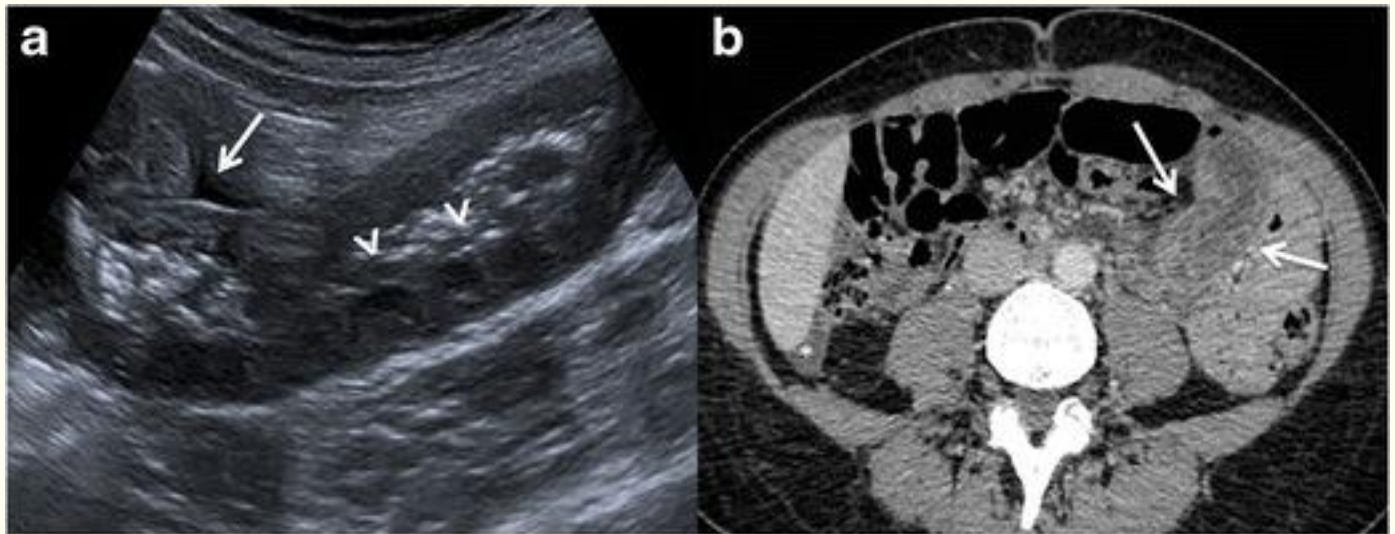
Anisakiasis. Mujer de 44 años que consulta por cuadro de dolor abdominal intenso cuatro días después de ingerir pescado crudo. a. Imagen axial de ecografía, engrosamiento de la pared concéntrica en varias asas yeyunales e ileales y ascitis (flecha). Nótese la irregularidad de la superficie de la luz debido al edema de los pliegues de Kerckring (signo de “maíz”) (puntas de flecha). segundo. La TC con contraste del mismo paciente que en a muestra un engrosamiento difuso concéntrico de la pared de un asa yeyunal (flechas) y ascitis (asterisco). El paciente tuvo resultados positivos en las pruebas para anticuerpos anti-anisakidae IgE específicos.
